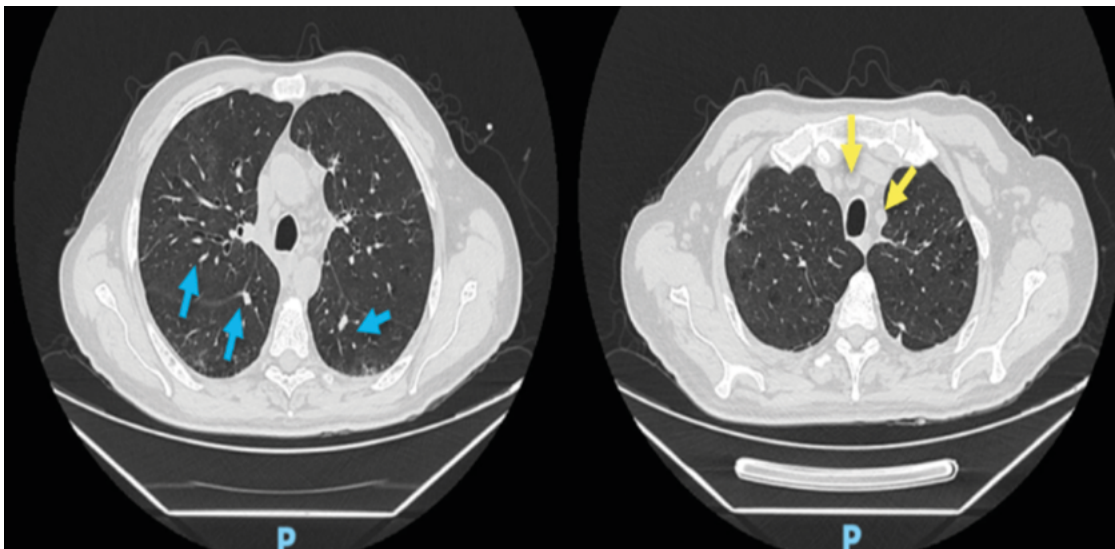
Tomografía Computarizada Tórax: Se evidencia enfisema centrolobulillar, nódulos sólidos aleatorios (señalados en azul) en lóbulos superiores, aumento en el número de ganglios mediastinales (señalados en amarillo).
